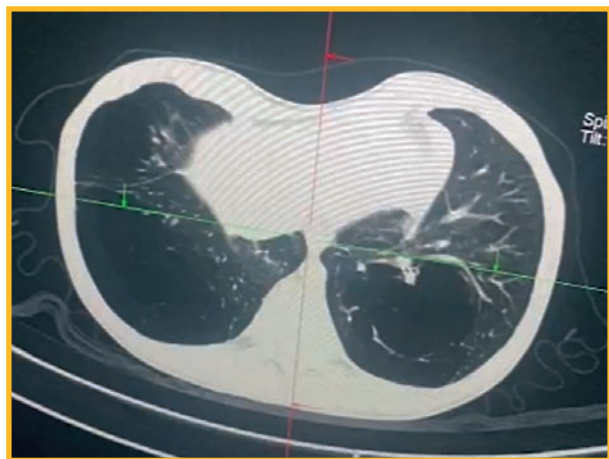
Компьютерная томограмма пациентки № 2 с двусторонней пневмонией на фоне врожденной лобарной эмфиземы в 11 лет
